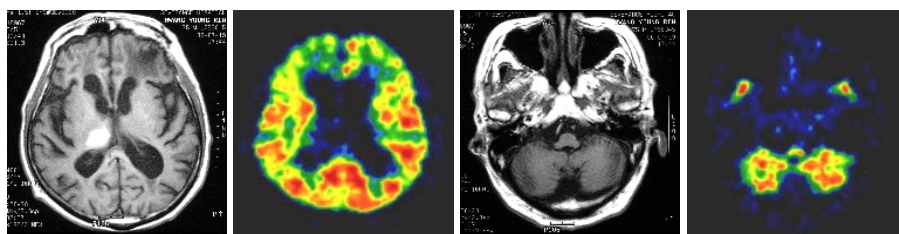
The PET images of the lesions around thalamus without involvement of internal capsule.
